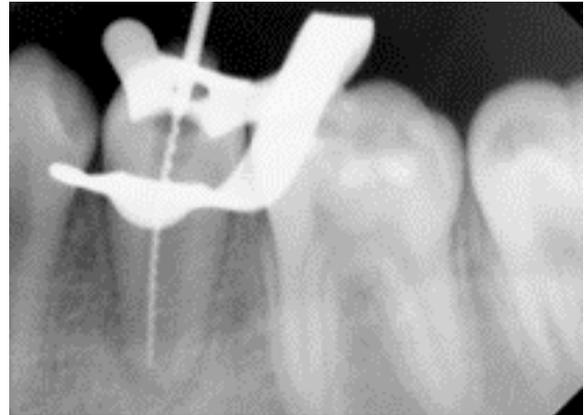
근관장 측정을 위한 치근단 방사선 사진
